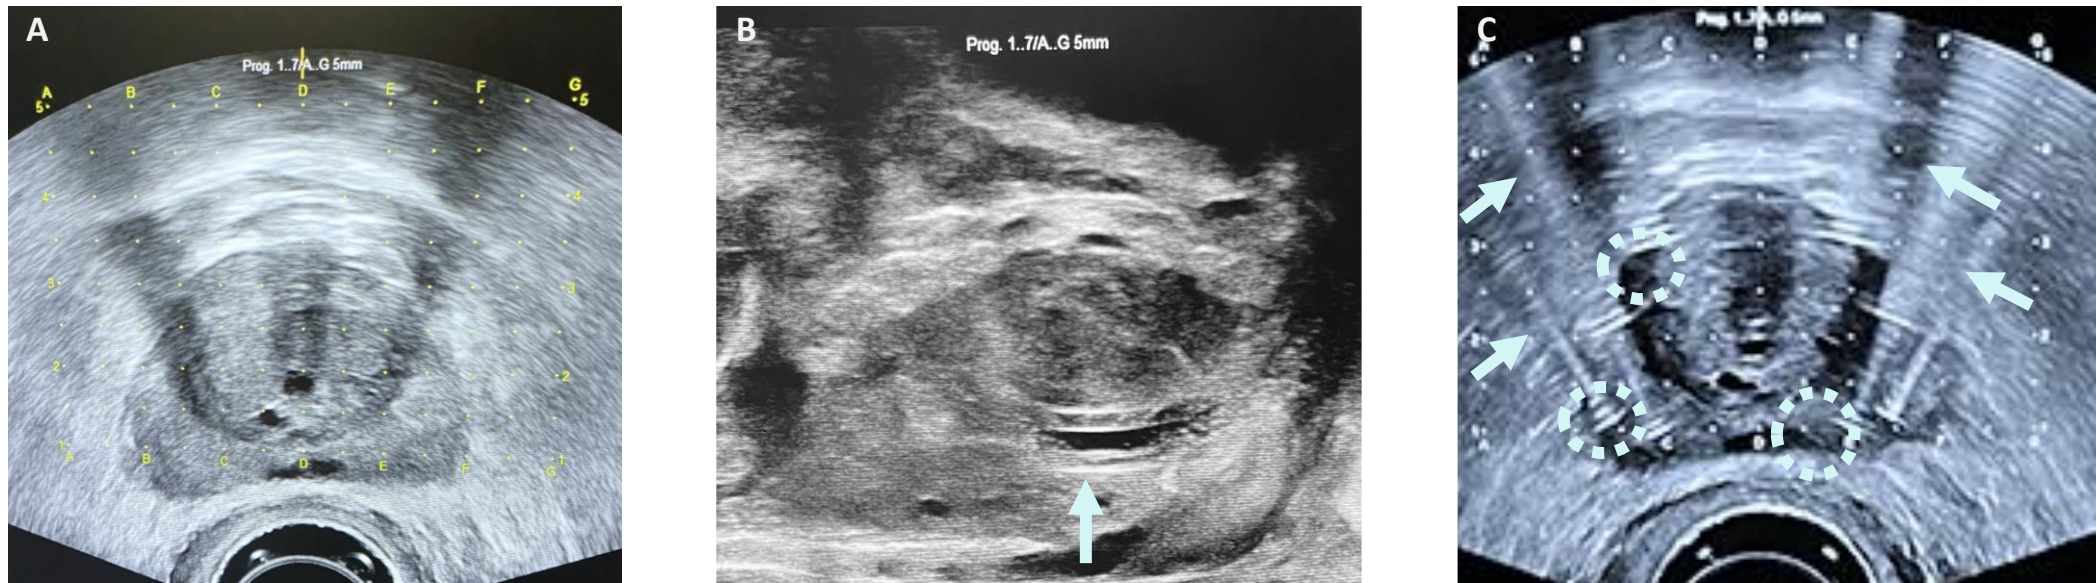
Imagens de ecografia transretal obtidas intra-operatoriamente. (A) e (B) a mostrarem a vista transversal e sagital da porção média da próstata, respetivamente. No centro da glândula, assinala-se a uretra intra-prostática (seta). Em (A) observa-se o sistema de coordenadas que permitirá a colocação das agulhas no contorno lateral. (C) a mostrar as imagens hiperecogénicas (círculos) que correspondem às pontas das agulhas a delimitar os contornos laterais da glândula, associadas a artefactos de reverberação (setas).
